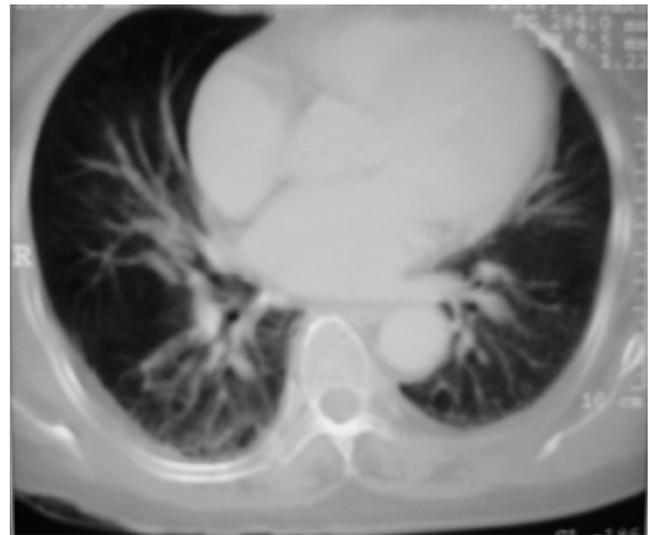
TC de tórax donde se evidencia infiltrado con patrón miliar bilateral, así como el involucro de tejidos blandos de la región dorsal.
